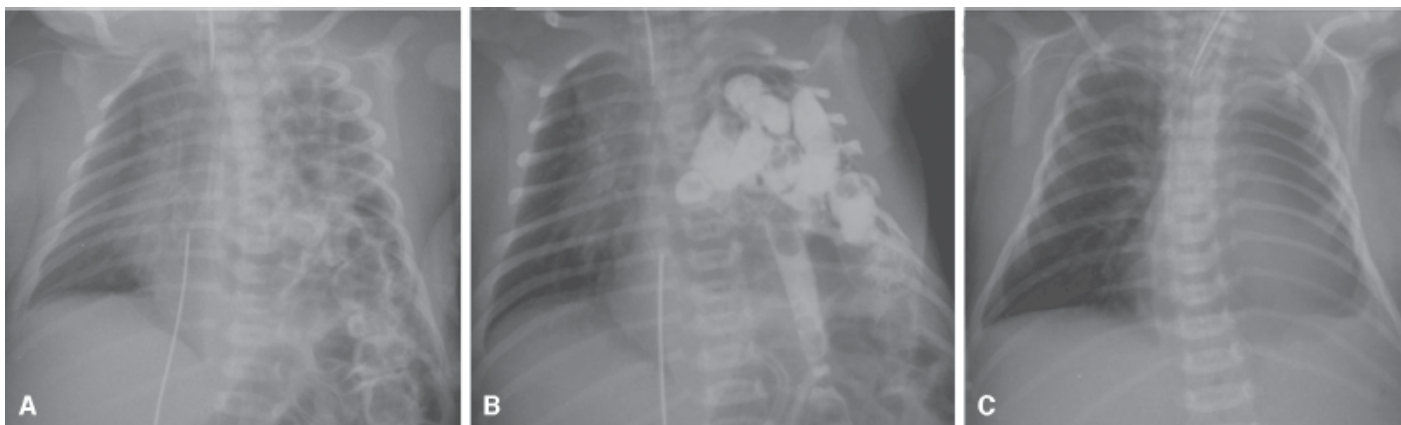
Hérnia diafragmática congênita. Radiografias do tórax na projeção anteroposterior em recém-nascido com hérnia diafragmática congênita no hemitórax esquerdo. A. Observam-se opacidades heterogêneas com conteúdo aéreo com morfologia de alças intestinais, ocupando o hemitórax esquerdo e proporcionando desvio contralateral do mediastino. B. Após administração de um meio de contraste oral, via sonda nasogástrica, observa-se opacificação do conteúdo intestinal no hemitórax esquerdo, confirmando a presença de hérnia hiatal. C. Pós-operatório imediato após correção do distúrbio diafragmático e reposicionamento das alças intestinais.
